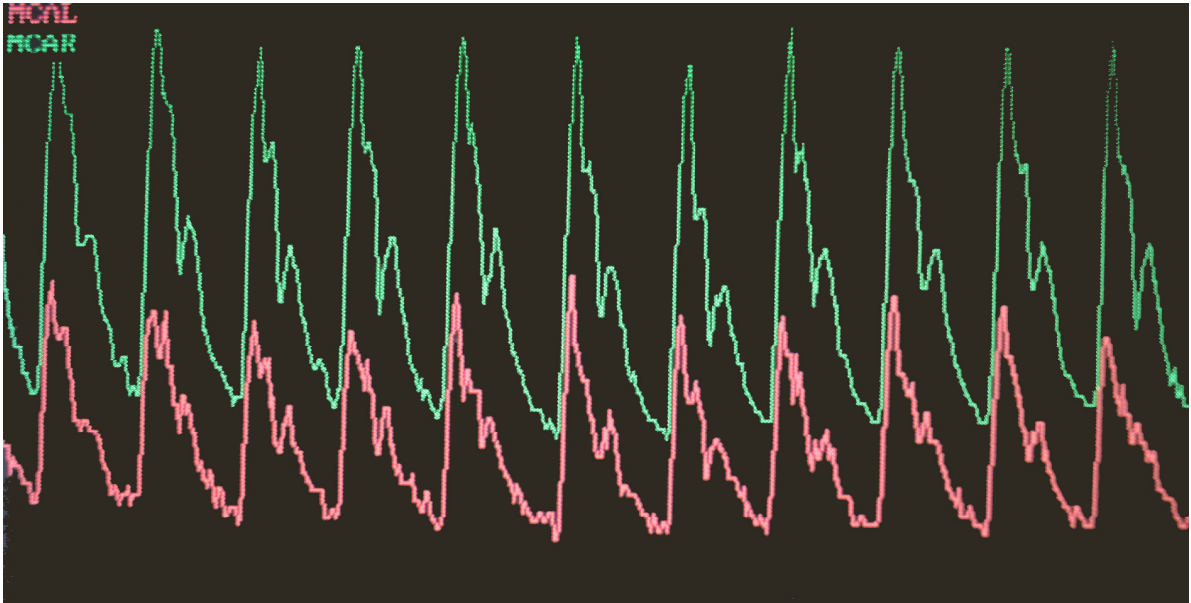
Exemplarischer Ausschnitt der dopplersonographischen Basismessung in der rechten und linken MCA eines Probanden
